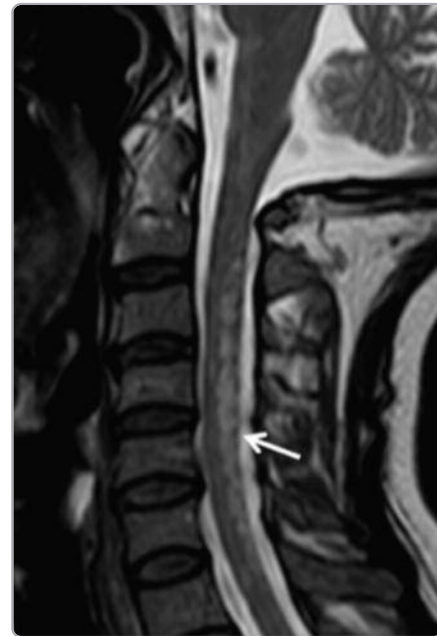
RM da medula espinal, corte sagital e transversal em T2.
